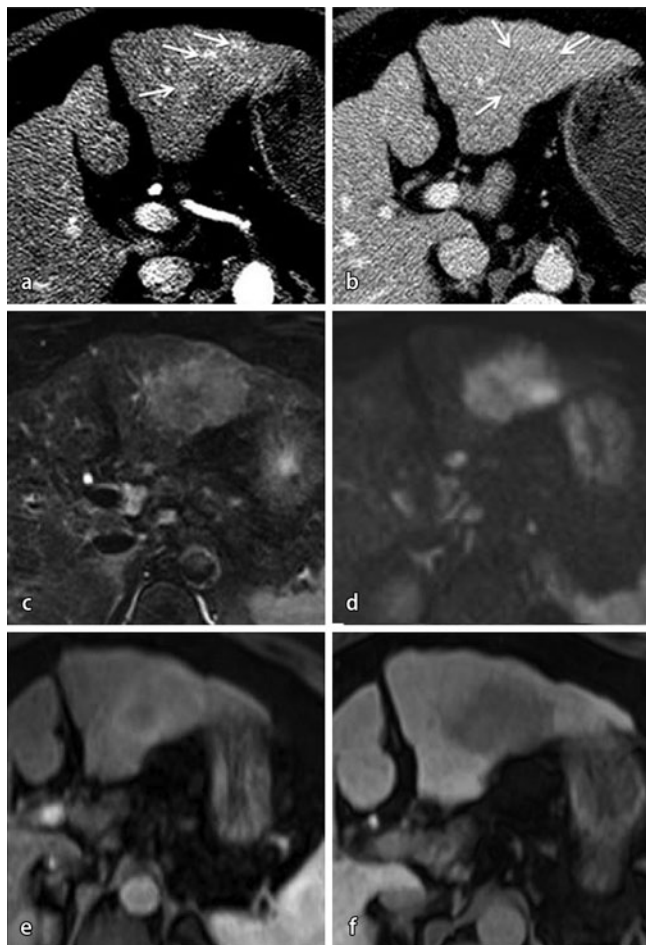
▲ Leber-CT (a, b) und MRT (c, d, e, f) eines Patienten mit bioptisch gesichertem HCC im Segment II/III der Leber. CT: zu beachten ist die nur unscharfe Demarkation der Läsion in der arteriellen (a) und portalvenösen (b) Kontrastierungsphase mit angedeutetem randständigem arteriellem KM-Enhancement sowie flauem „wash-out“ portalvenös. MRT: im Vergleich zur CT deutlich bessere Demarkation des Herdbefundes mit hyperintensem Signal in der nativen T2w-fs-Bildgebung (c), Diffusionsrestriktion in der DWI (hoher B-Faktor, d) sowie fehlendem hepatobiliärem Uptake in der leberspezifischen Phase (f) mit hepatobiliärem Kontrastmittel (Gd-EOB-DTPA). Analog der CT nur flaves Enhancement der Läsion in der arteriellen Kontrastierungsphase (in der T1w-3-D-GRE-fs-Sequenz post KM) (e). HCC hepatozelluläres Karzinom, KM Kontrastmittel, fs fettsaturiert, DWI „diffusion-weighted imaging“, GRE Gradientenecho
